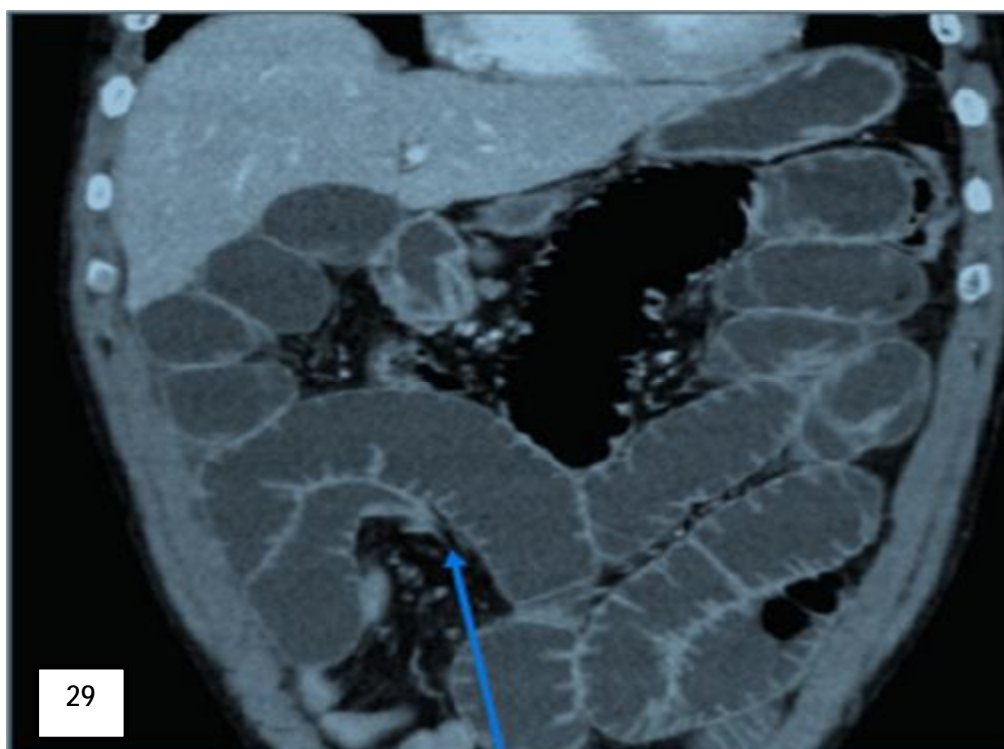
TDM abdominale coupe coronale : Signe de bec[93]
